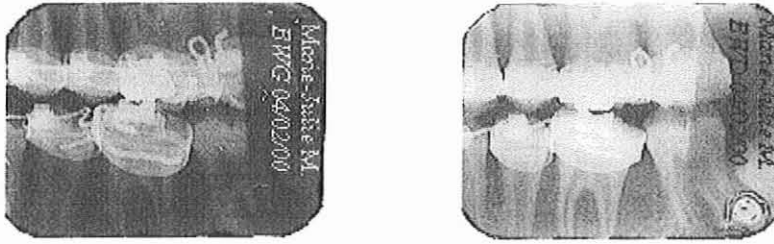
Bitewings – Observation n°7
